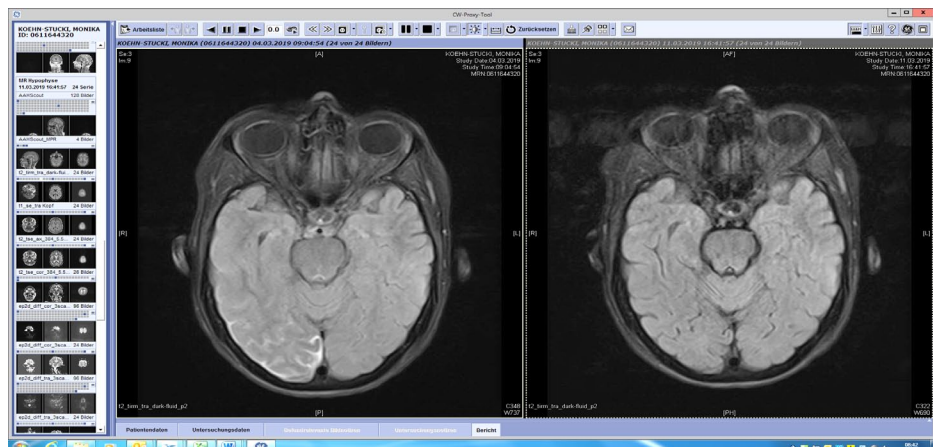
axiale FLAIR, 04.3.2019 vs. 11.03.2019: Ausgeprägte sulcale FLAIR Signalsteigerungen rechts temporoparietookzipital
